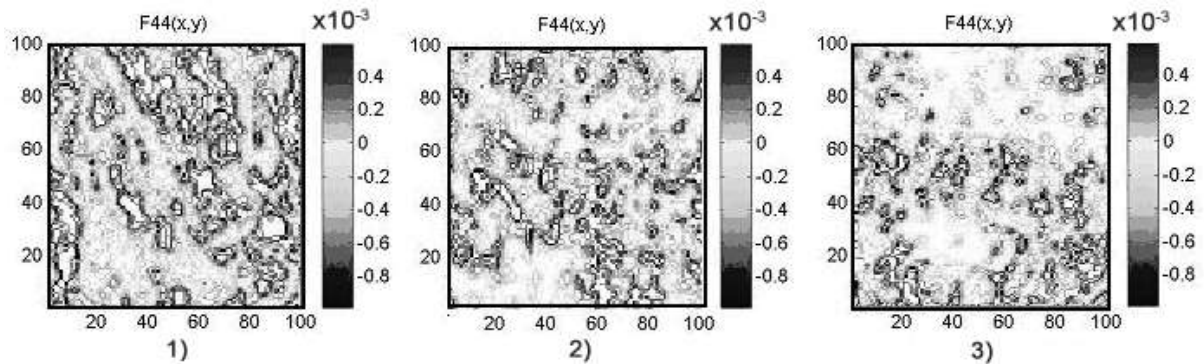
Томограми координатних розподілів величини ЛД гістологічних зрізів печінки померлих з контрольної (1), дослідної 1 (2) та дослідної 2 (3) груп.
